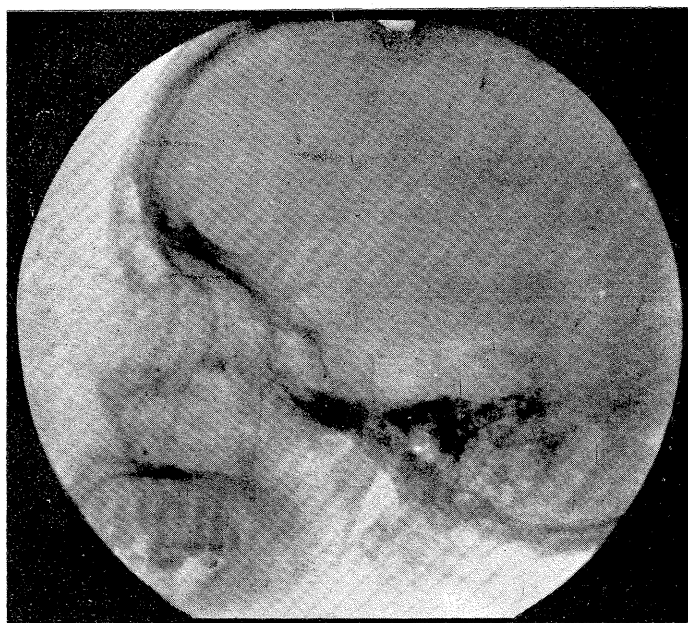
Radiographia de um craneo normal
